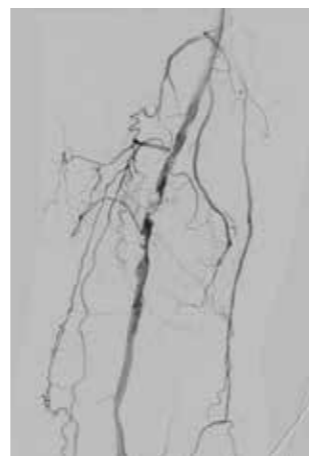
下肢造影を行い、CT同様高度石灰化noduleを伴う高度狭窄病変
